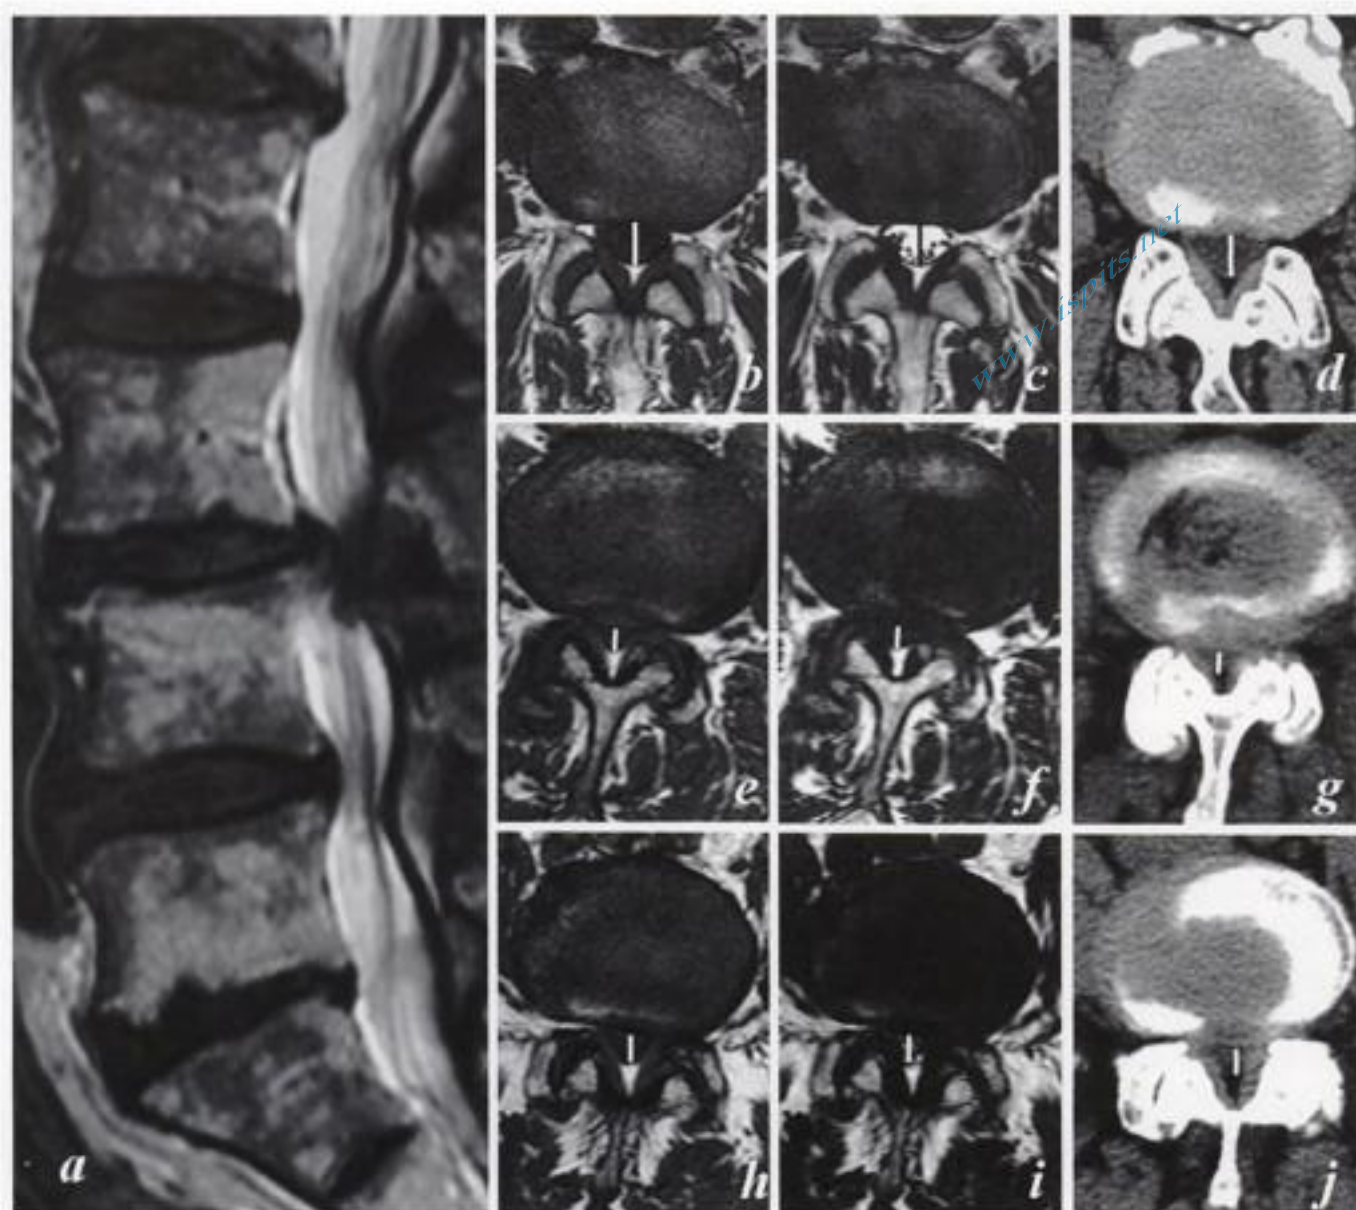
Évaluation des mensurations canalaires en IRM et TDM.
